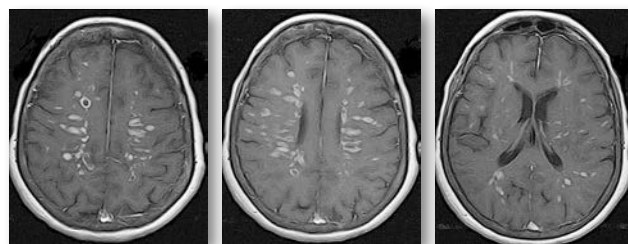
МРТ-зображення головного мозку пацієнта в режимі T1 із внутрішньовенним контрастуванням
